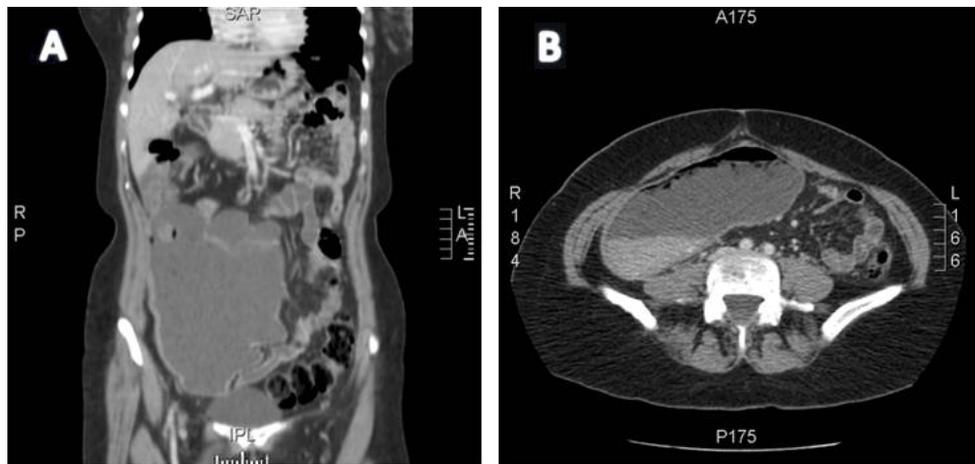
Tomografía computarizada A) corte sagital y B) transversal.
